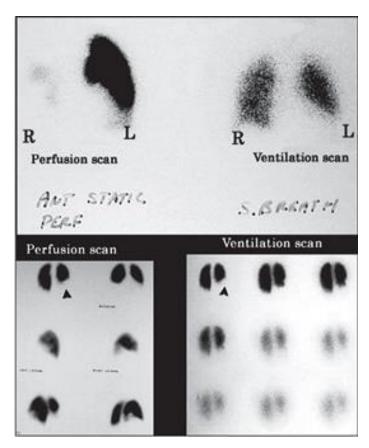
Перфузионная и вентиляционная сцинтграммы лёгких при ТЭЛА слева
